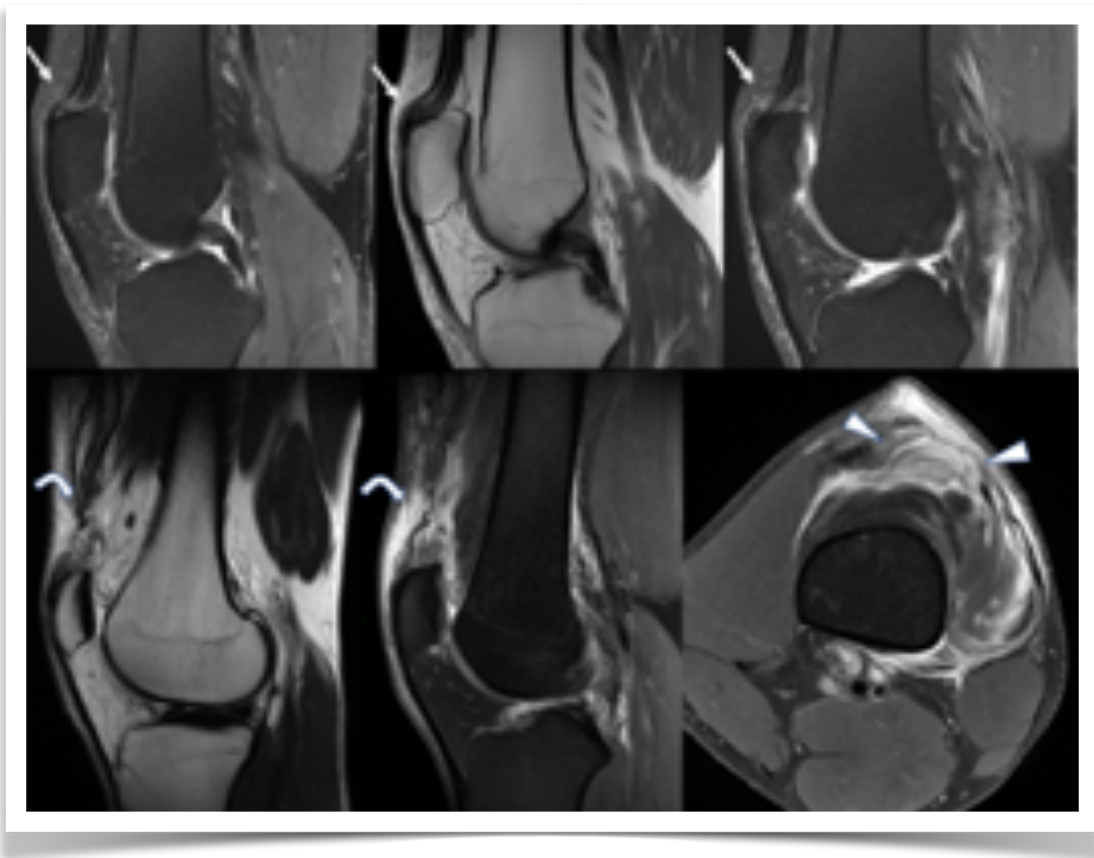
Tendinopatía del cuádriceps en RM (flechas rectas). Rotura parcial del tendón del cuádriceps en RM (flechas curvas). Hematoma interpuesto (cabezas de flecha).
